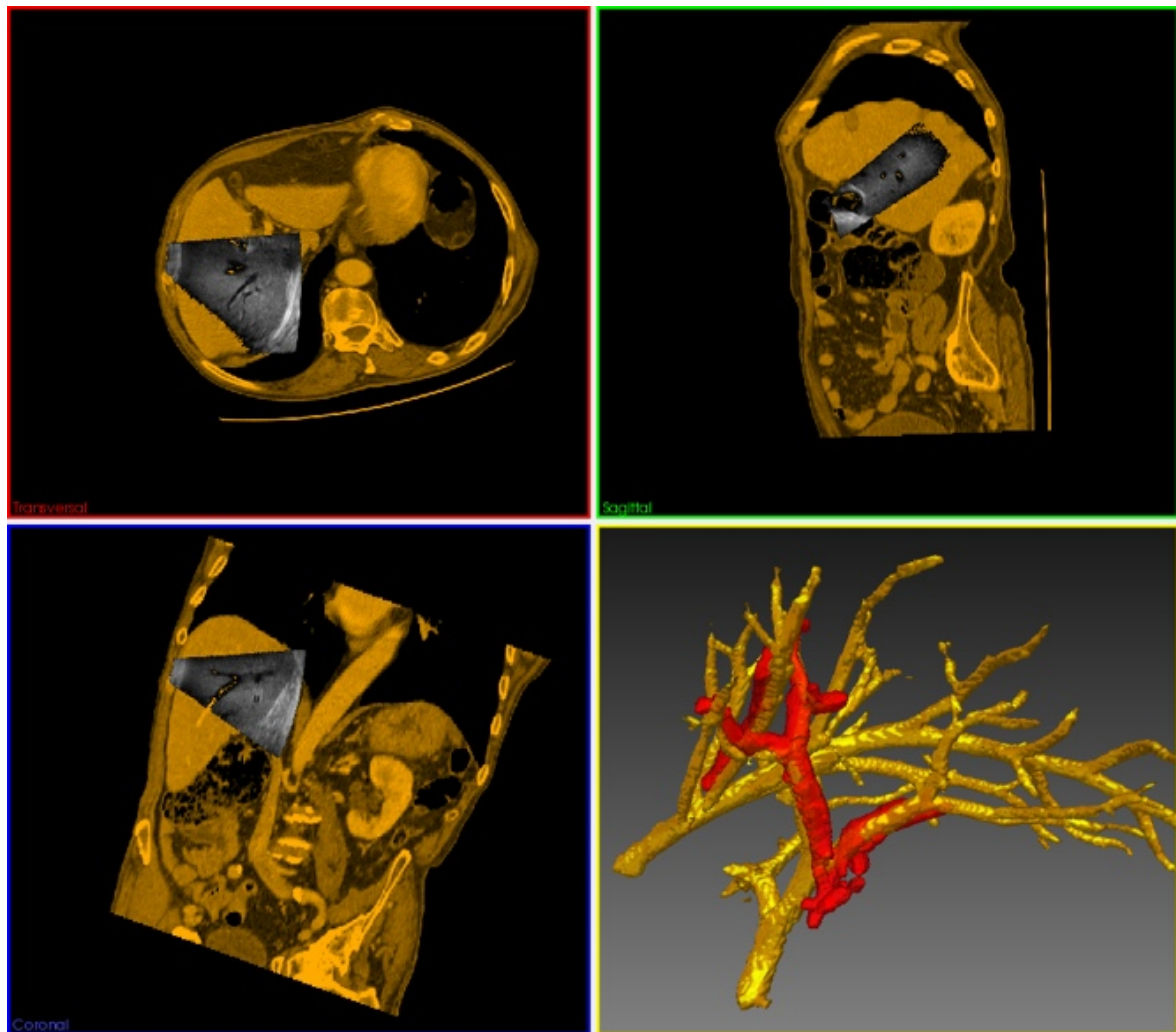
Überlagerung der Ultraschall-B-Mode-Schichtbilder und des CT Datensatzes des Patienten aus Abbildung 4.15 nach der rigiden Registrierung anhand der Landmarken aus dem Graph Matching. Die Gefäße aus dem Ultraschall sind in rot dargestellt und die CT-Daten wurden orange eingefärbt.
